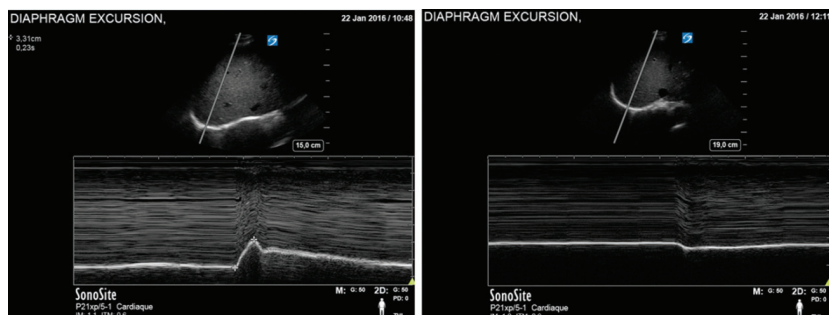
Évaluation échographique de la fonction diaphragmatique. A gauche, excursion (i.e. distance de déplacement) diaphragmatique normale mesurée à 3,3 cm au décours d'un sniff test avant la réalisation d'un bloc interscalénique. A droite, nette réduction de l'excursion du diaphragme avec mouvement paradoxal lors du sniff test signant la paralysie diaphragmatique totale observée 30 minutes après un bloc interscalénique. D'après Ferré *et al.* 2017.
